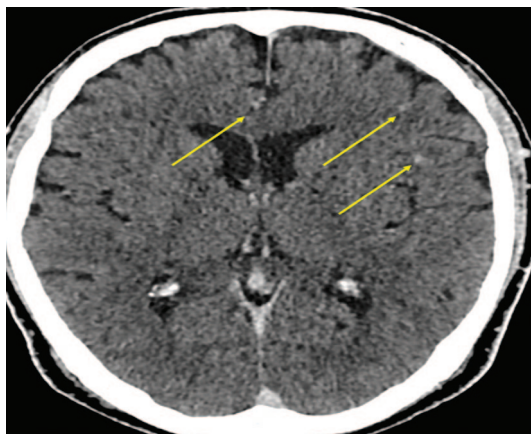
Пациент Ж. КТ головного мозга: в левой гемисфере определяются гипervasкулярные очаги с перифокальным отеком размерами до 10 мм (отмечены стрелками).
